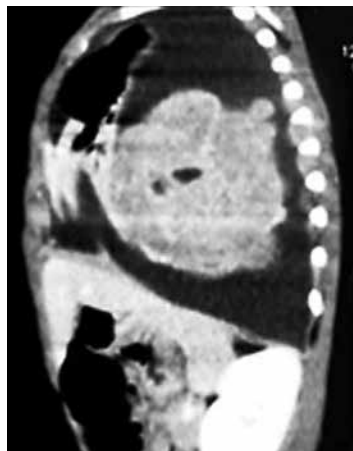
CT, pacienta U. În mediastinul posterior superior este prezentă o formațiune tumorală de formă neclară, consistență neuniformă, cu contur neclar.
